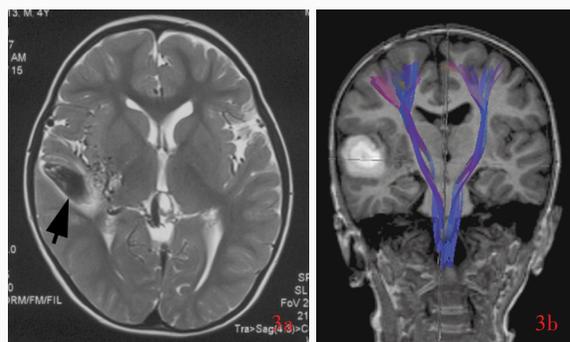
例9患儿术前头部MRI检查所见 3a 横断面T₂WI显示,右侧基底节外囊区动静脉畸形伴颞叶血肿(箭头所示) 3b 冠状位DTI显示,右侧锥体束位于畸形团内侧(蓝色区域所示)
